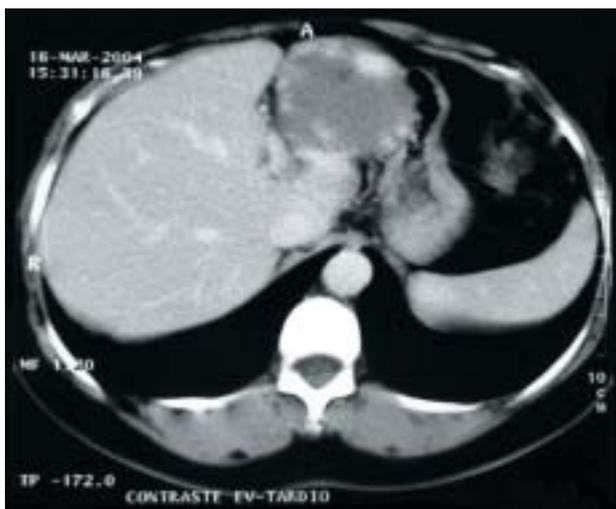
Tomografia computadorizada abdominal demonstrando uma lesão nodular hipodensa em lobo hepático esquerdo, medindo aproximadamente 8cm de diâmetro.
